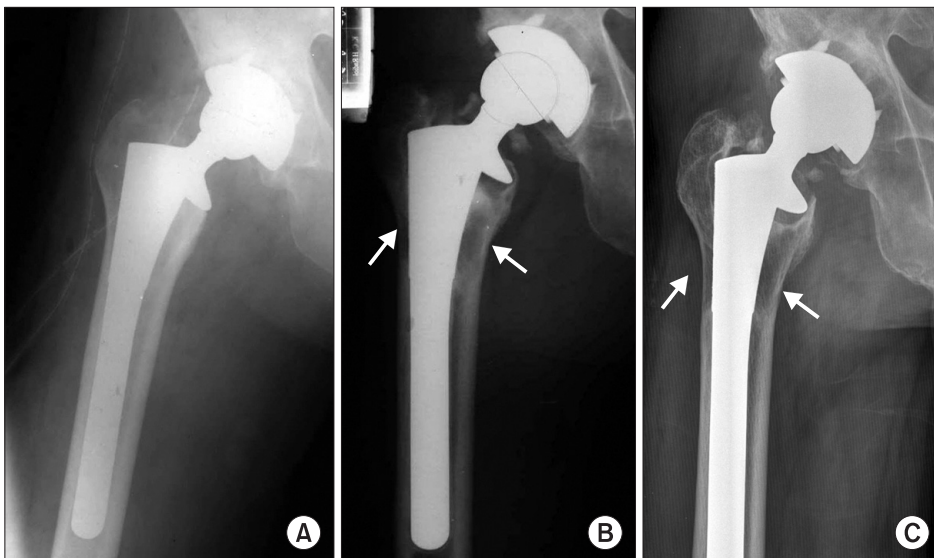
(A) A forty-year-old man with osteonecrosis of his right femoral head underwent total hip arthroplasty with Anatomic Medullary Locking femoral stem with 16.5 mm in diameter. (B) 7 years after total hip arthroplasty, grade III stress shielding (arrows) was seen on the radiographs. (C) Then, after 14 years, the grade of stress shielding (arrows) did not change on the last follow-up radiographs.
